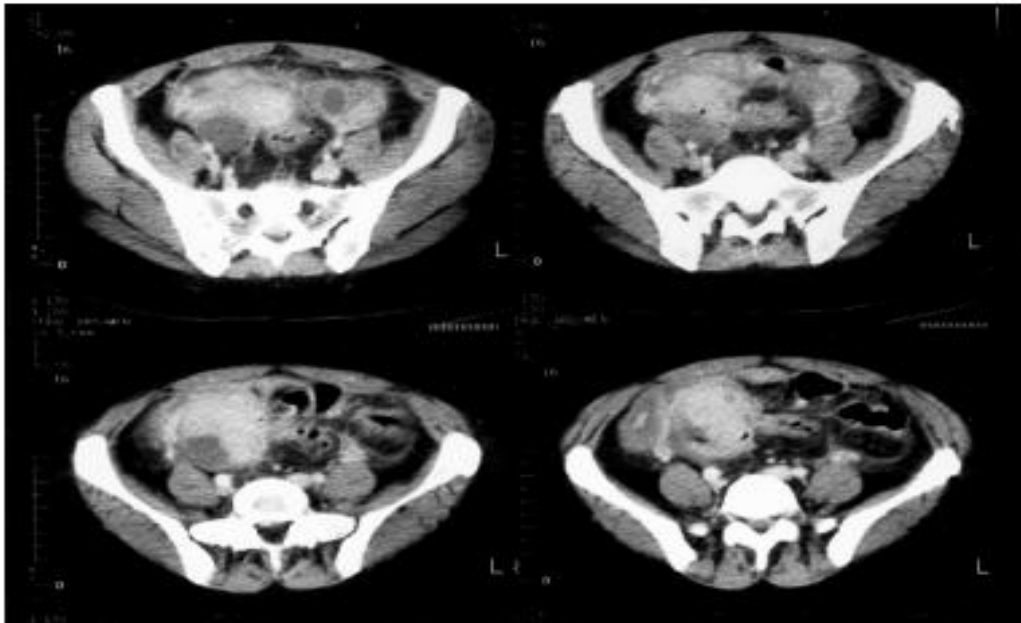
Tomografía computarizada pélvica. Se observan edematización de la grasa pélvica, aumento de tamaño de los ovarios con focos quísticos o necróticos en su interior, y gas evidente en el ovario derecho
